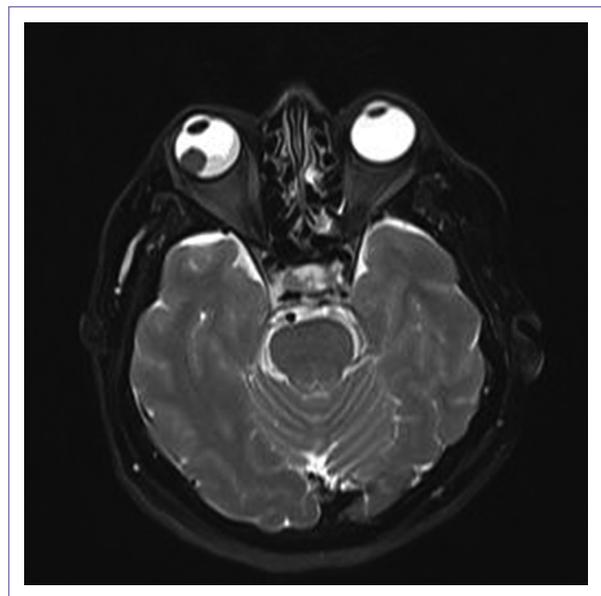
Resonancia magnética nuclear.
